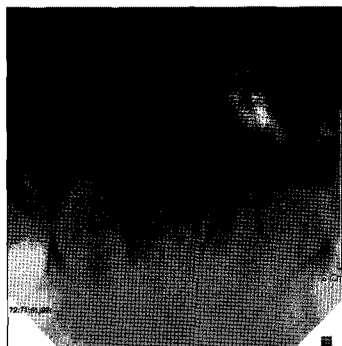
Periapical view. #42, 32 are congenitally missing.
